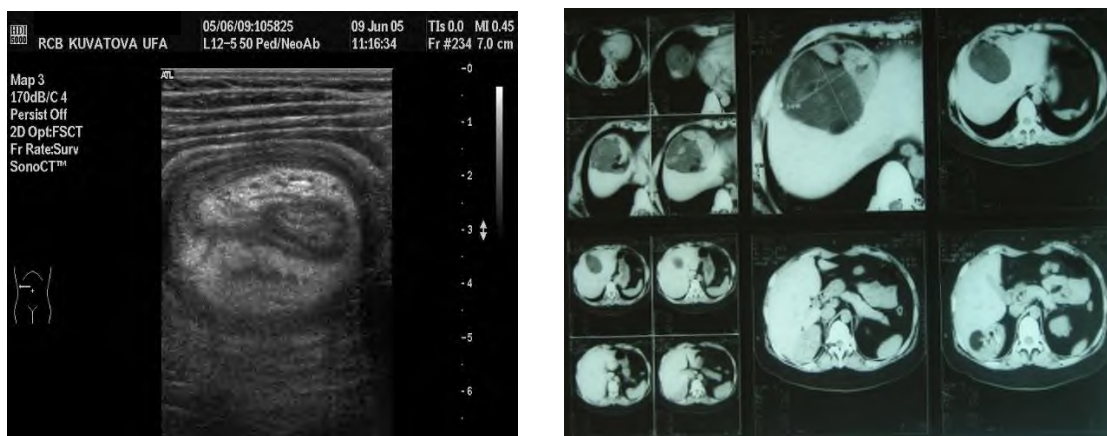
А — УЗИ и КТ при рецидивном эхинококкозе печени
